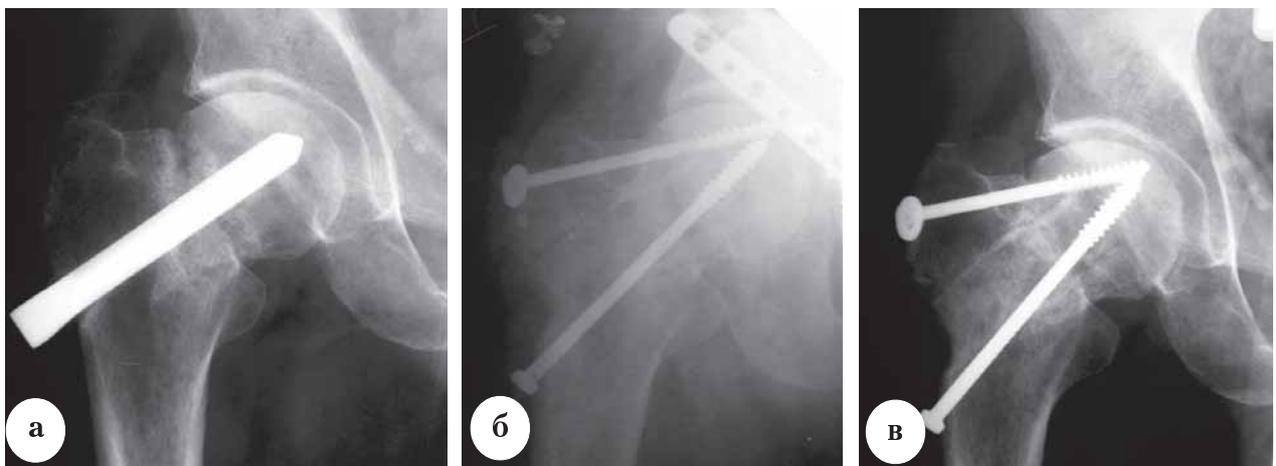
Рентгенограммы больного К., 53 лет: а – ложный сустав ШБК, остеосинтез трехлопастным гвоздем после травмы; б – год спустя: костная пластика цилиндрическим костным трансплантатом; в – через 3 мес. после операции – вживление трансплантата, сращение ложного сустава
